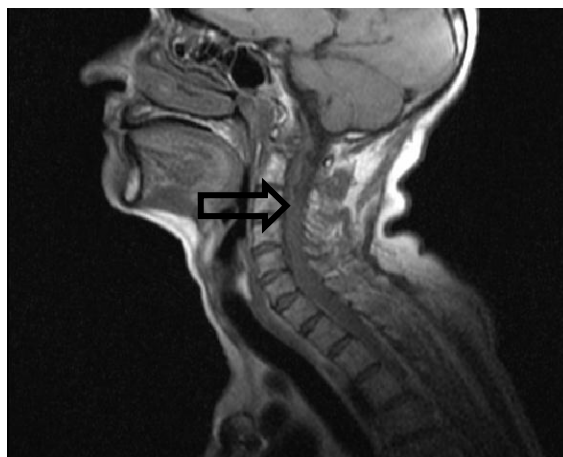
RMN, T1 sagital. Imagen isointensa a nivel de la columna cervical
